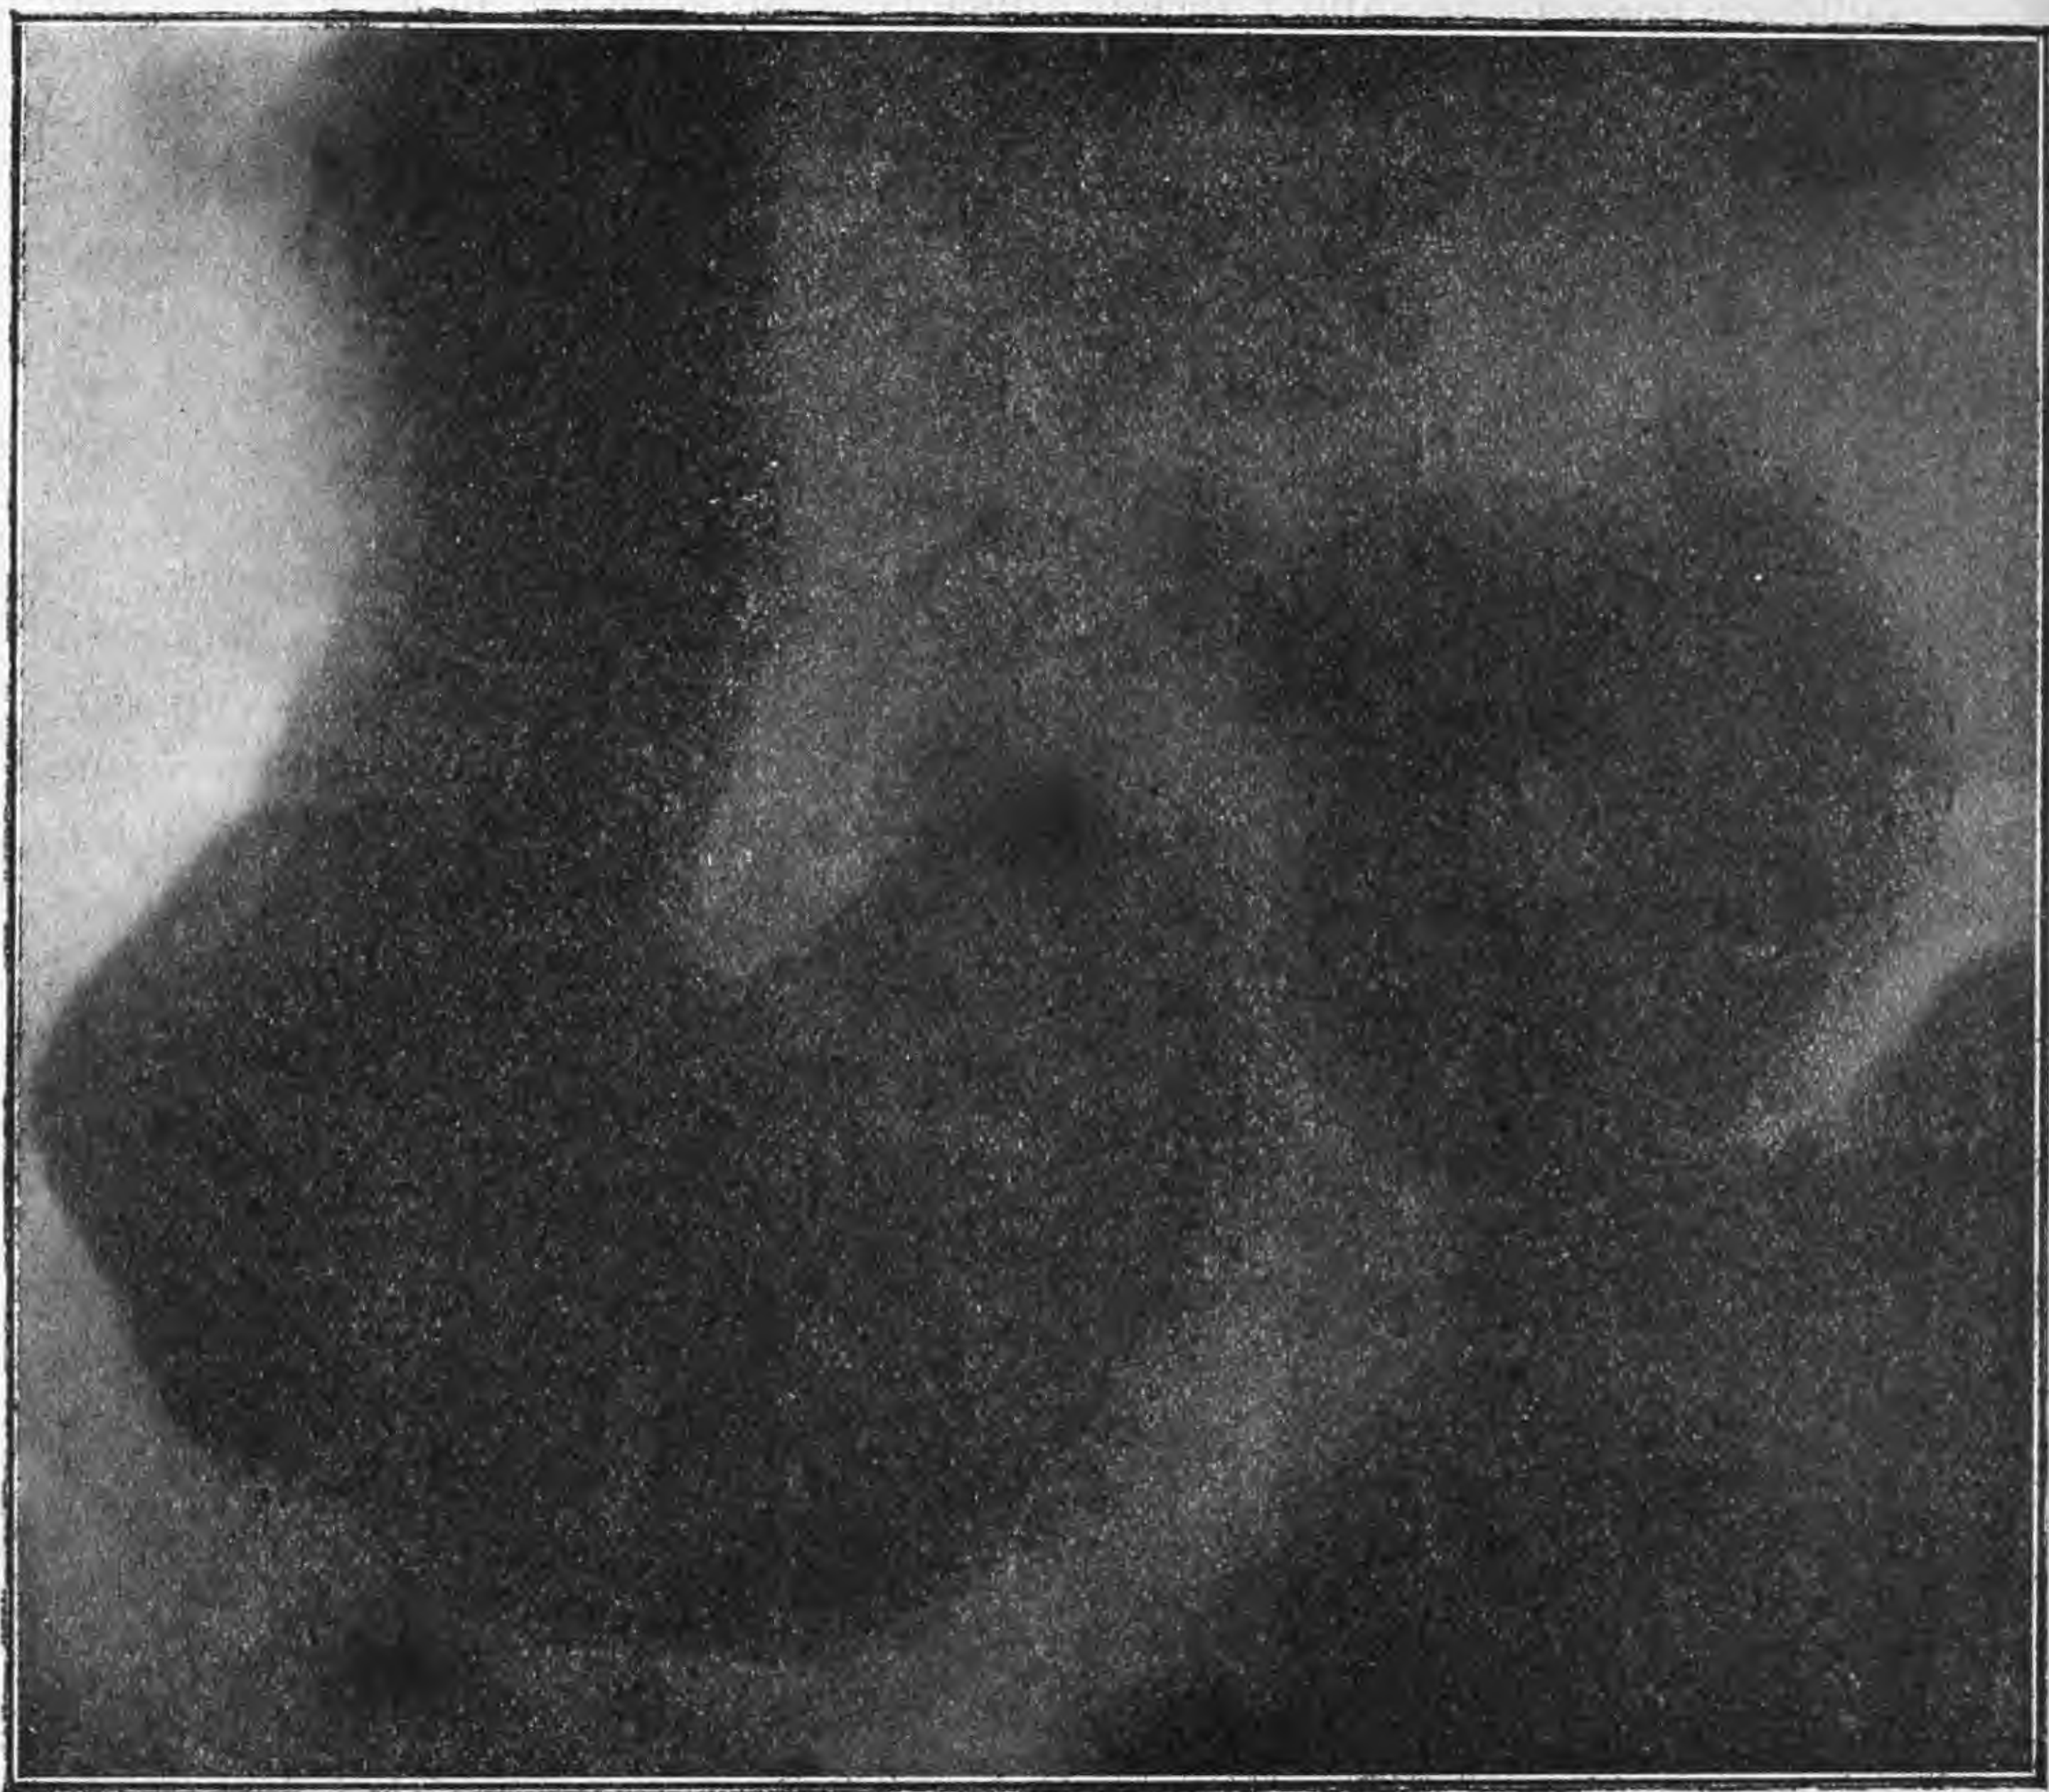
Radiografia (prof. Busi) che si riferisce a questo caso di stenosi bassa del duodeno.
